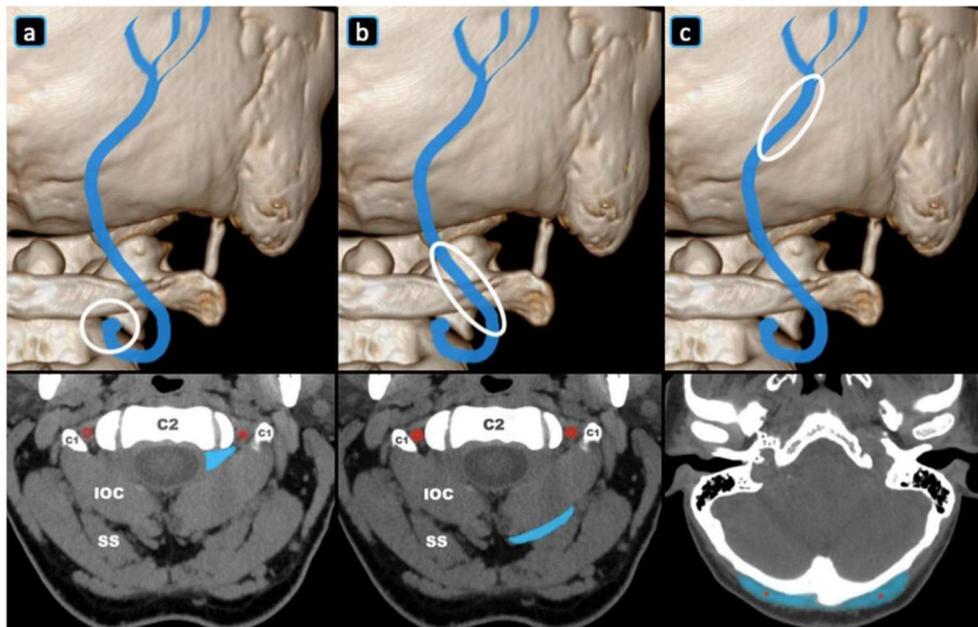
Cibles du GON, représentées sur des coupes axiales de tomographie assistée par ordinateur. a Site profond à l'origine du nerf, b site intermédiaire à la première courbure du nerf, c site superficiel à l'émergence
